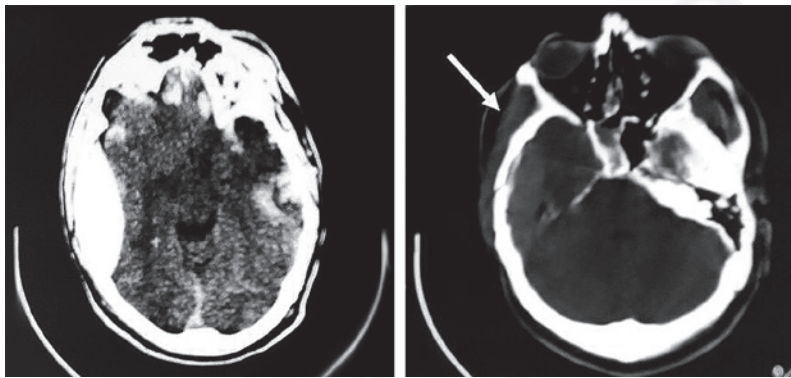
Tomografía axial computarizada de cráneo con ventana ósea donde se observe fractura en escama del hueso temporal derecho al examen con ventana ósea (imagen de la derecha) flecha blanca y hematoma epidural acompañante (imagen de la izquierda).
